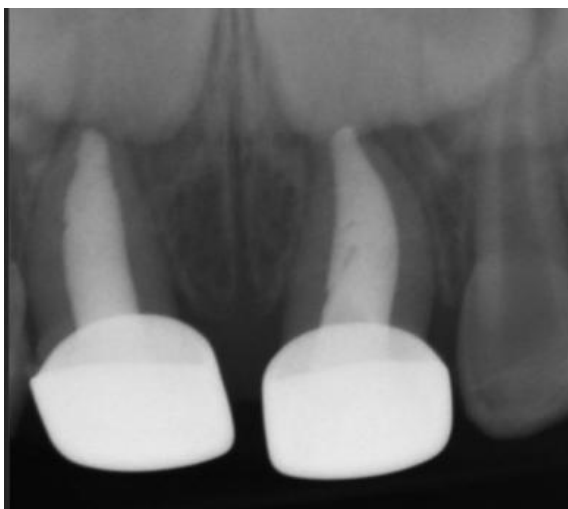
Рентгенологический контроль obtурации корневых каналов зубов 5.1, 6.1
